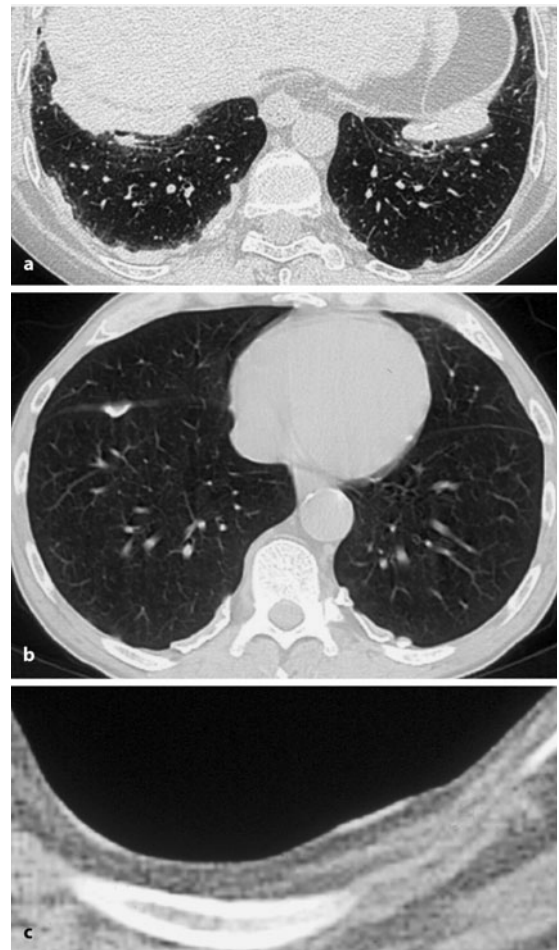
a-c. HR-CT mit hyalinen Plaques. a Pleura- und Diaphragmaplaques. b Multiple Plaques parietal und interlobär mit zentraler Verkalkung. c Pleuraverdickung, klein und umschrieben, Plaques im Niveau der Pleura und erhoben
